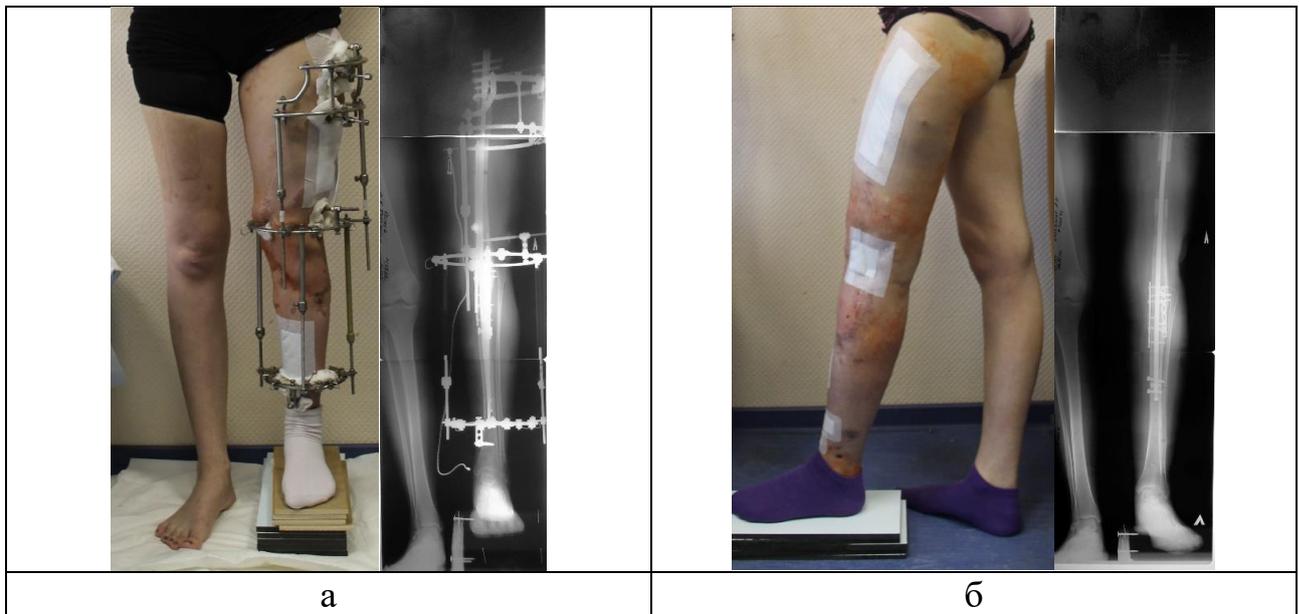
Фото и рентгенограммы пациентки на втором этапе оперативного лечения: а. – после повторного наложения АВФ, дистального разблокирования интрамедуллярного стержня и остеотомии бедренной кости для УПГ, б. – после удлинения, дистального блокирования стержня и демонтажа АВФ
